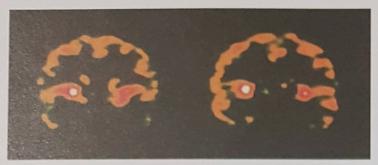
PET de un paciente esquizofrénico
